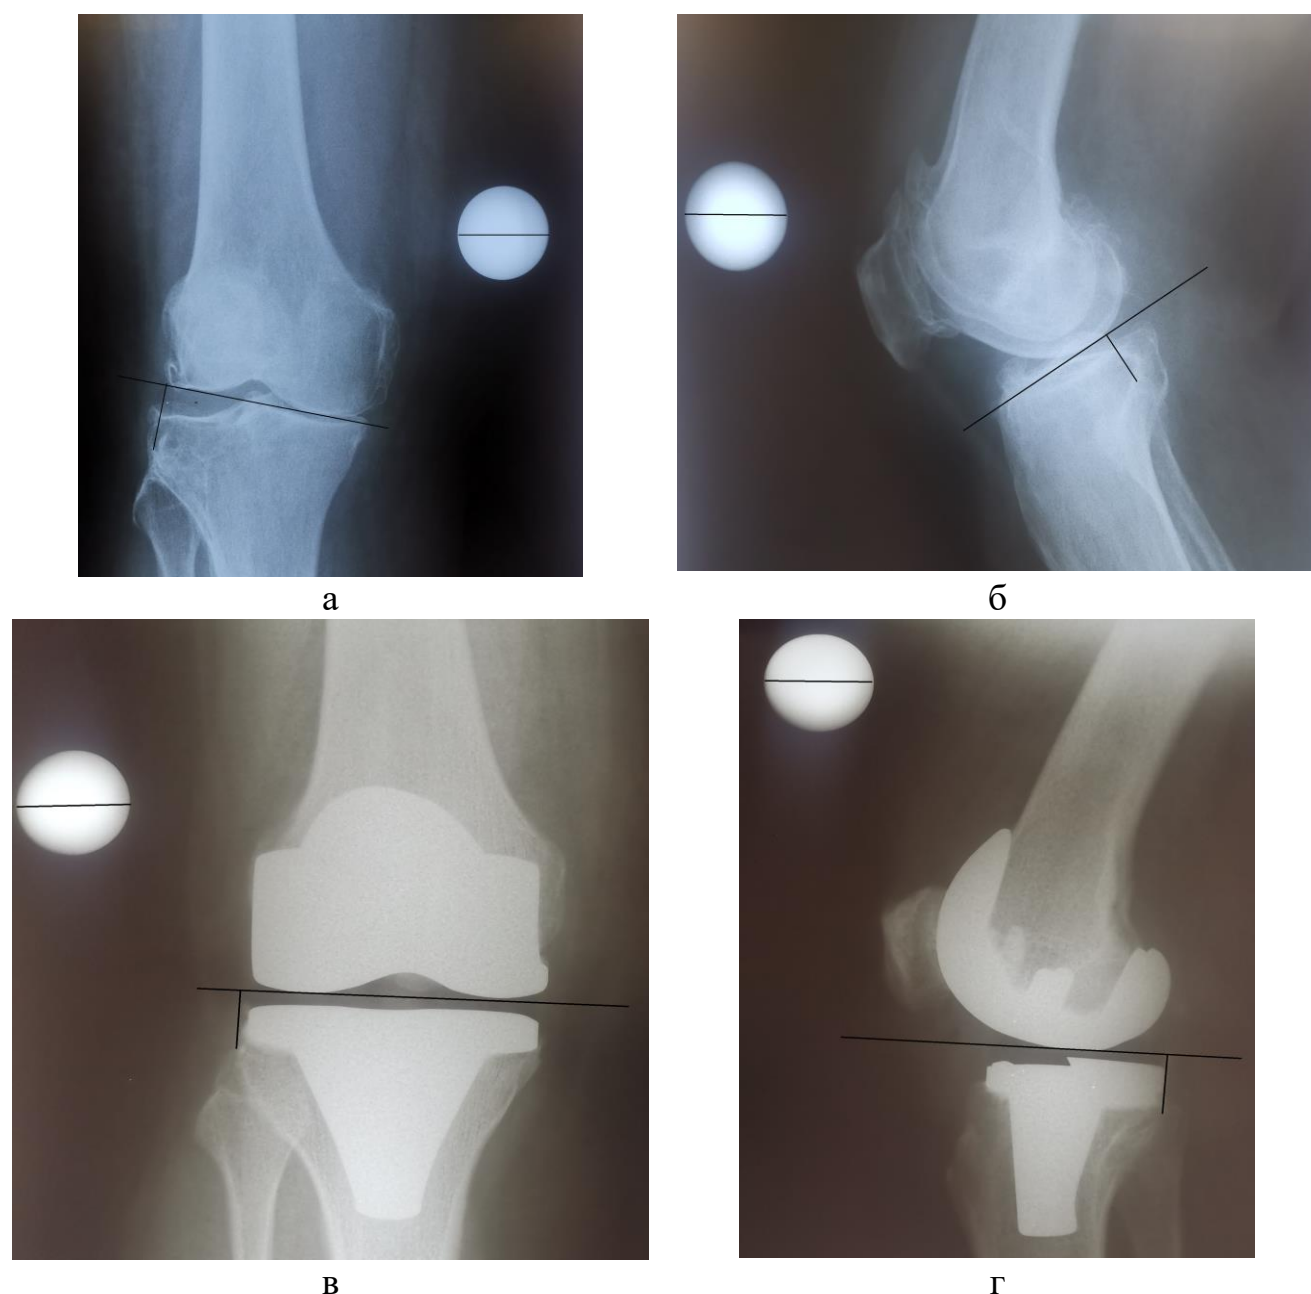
Рентгенограммы коленного сустава до операции (а-б), после операции (в-г): а и в фронтальная проекция, б и г – сагиттальная проекция
